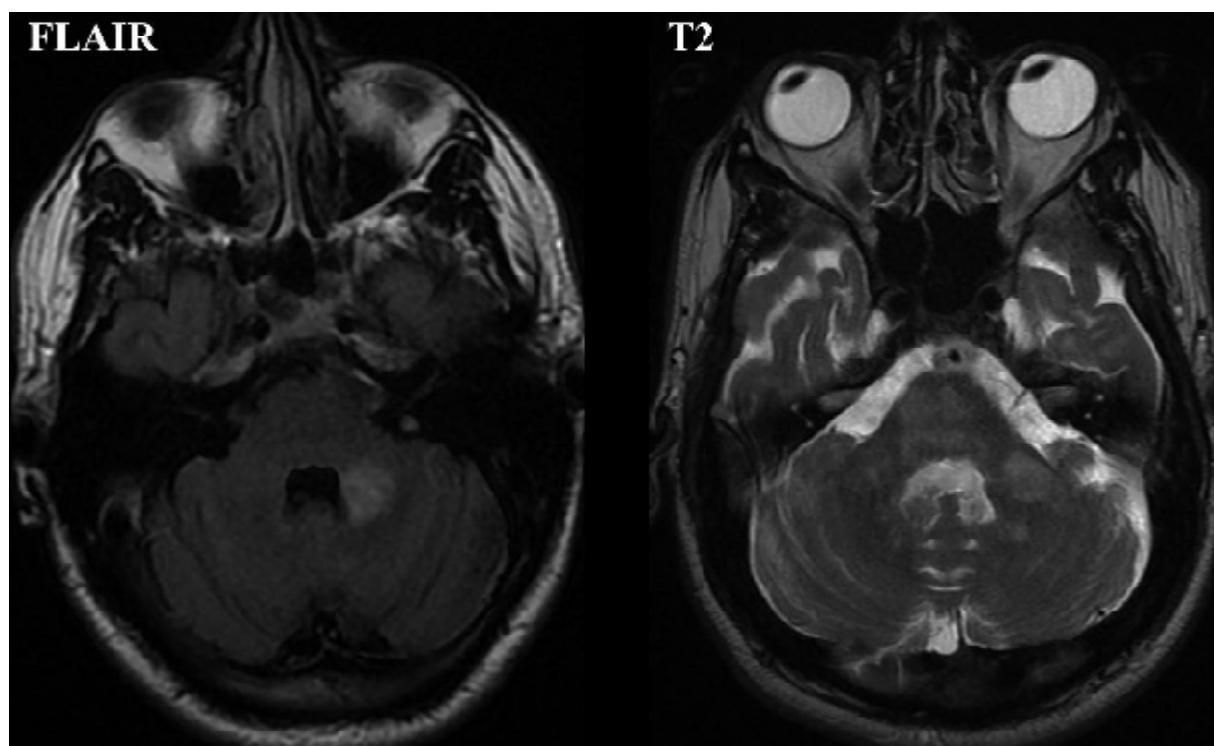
Hypersignaux T2 et FLAIR du plancher du V4, pontique et des pédoncules cérébelleux
